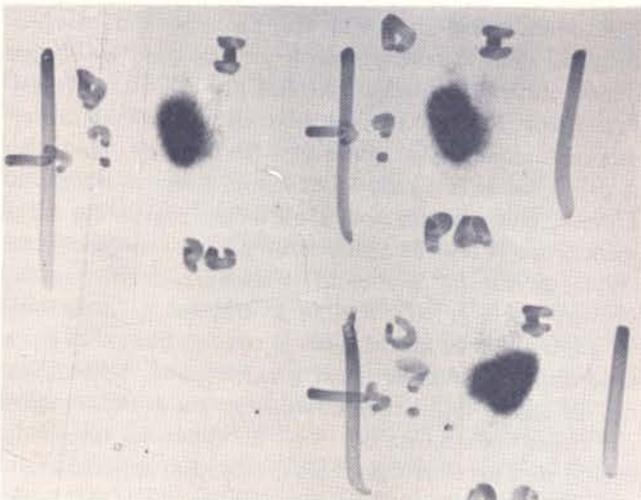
Scanning Pulmonar (con isótopo TC99MT macroagregado de albúmina). El cual muestra ausencia total de captación en pulmón derecho y captación normal del pulmón izquierdo.
